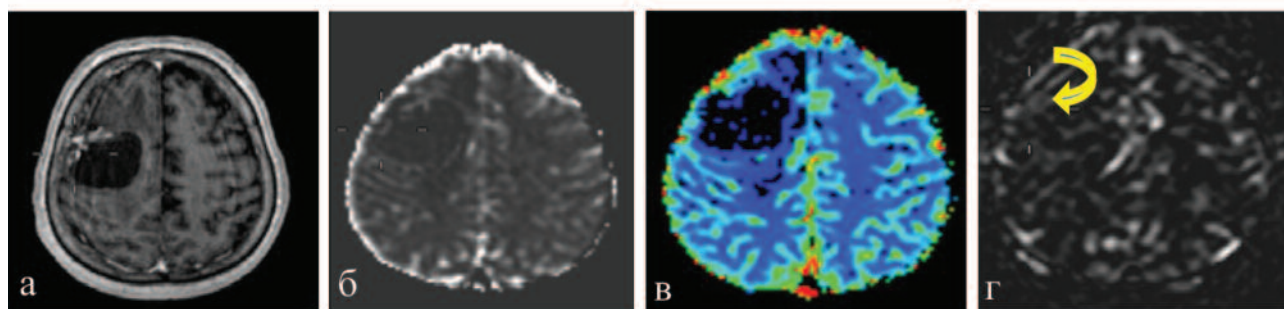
Пациент с кистозными постлучевыми изменениями в правой задне-лобно-теменной области. СРХ проводилась по поводу глиобластомы 24 месяца назад. МРТ Т1ВИ после контрастирования (А), черно-белые и цветные карты DSC (Б и В), карты ASL (Г).
